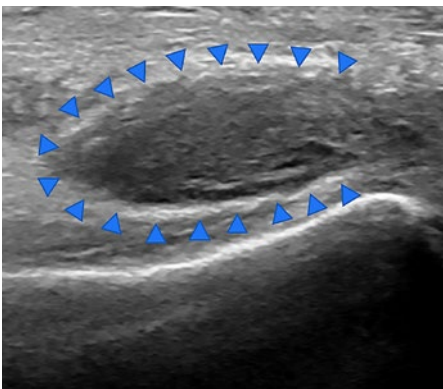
Sonographische Darstellung eines Abszesses palmar im Handgelenk über M. pronator quadratus im Parona-Raum (blaue Pfeilspitzen) als inhomogene hypoechogene Raumforderung mit Binnenechos.
